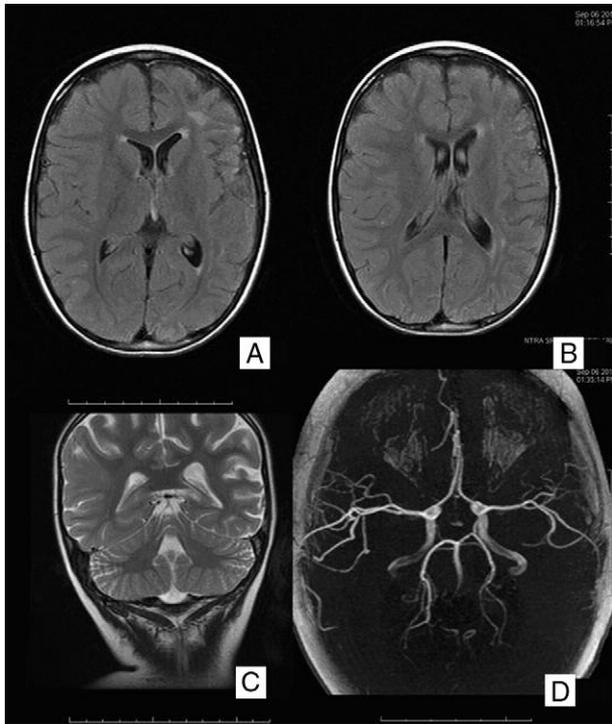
RM cerebral en secuencias potenciadas en T1 corte axial (A y B), T2 coronal (C) y secuencia vascular (D).
